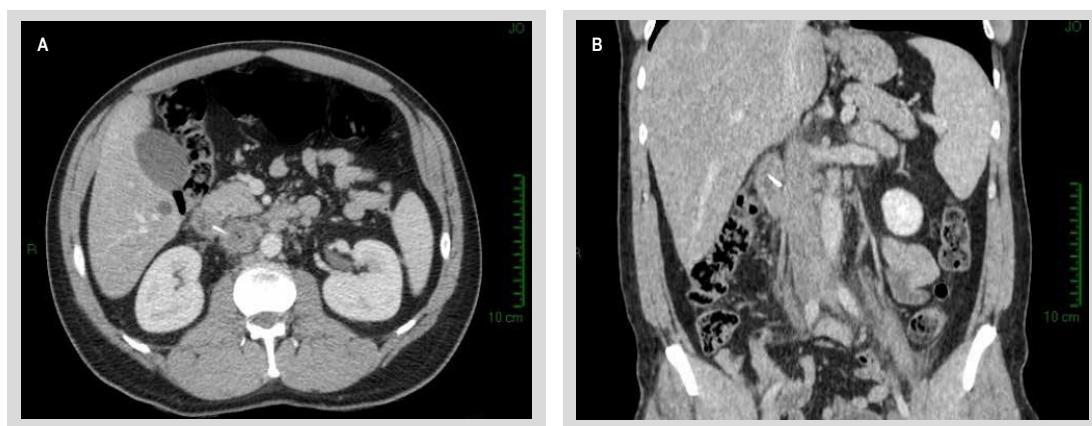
Tomografía computada abdominopélvica multicorte con contraste endovenoso, con presencia de un cuerpo extraño metálico lineal atravesando la segunda porción del duodeno y su extremo distal alojado en la luz de la VCI, asociado a extensa trombosis venosa de casi toda la VCI y venas iliacas, con presencia de gas intraluminal. A. Vista axial. B. Vista coronal.
